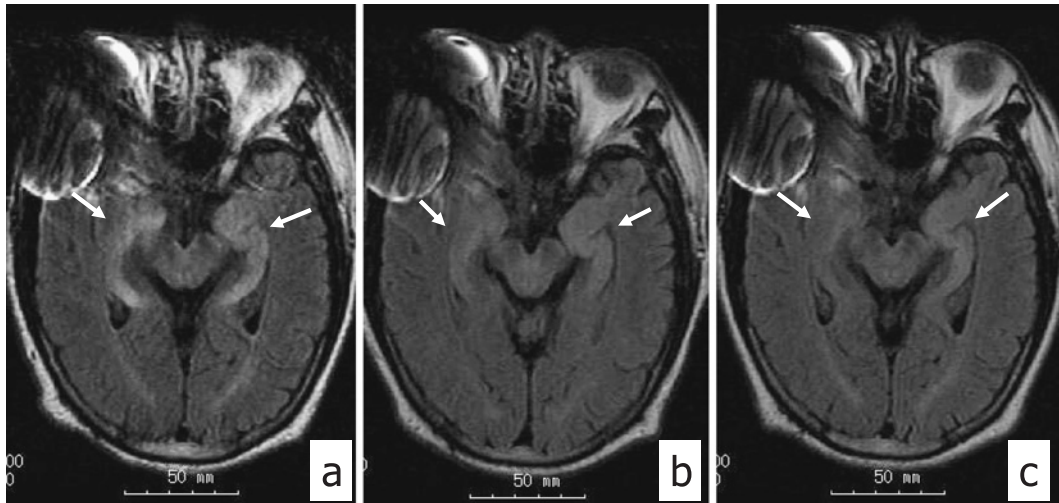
FLAIR axial MR images on November, 2005 (on admission) (a), on January, 2006 (b) and October, 2006 (c) reveal the bilateral hippocampal lesions become less detectable after chemotherapy.
